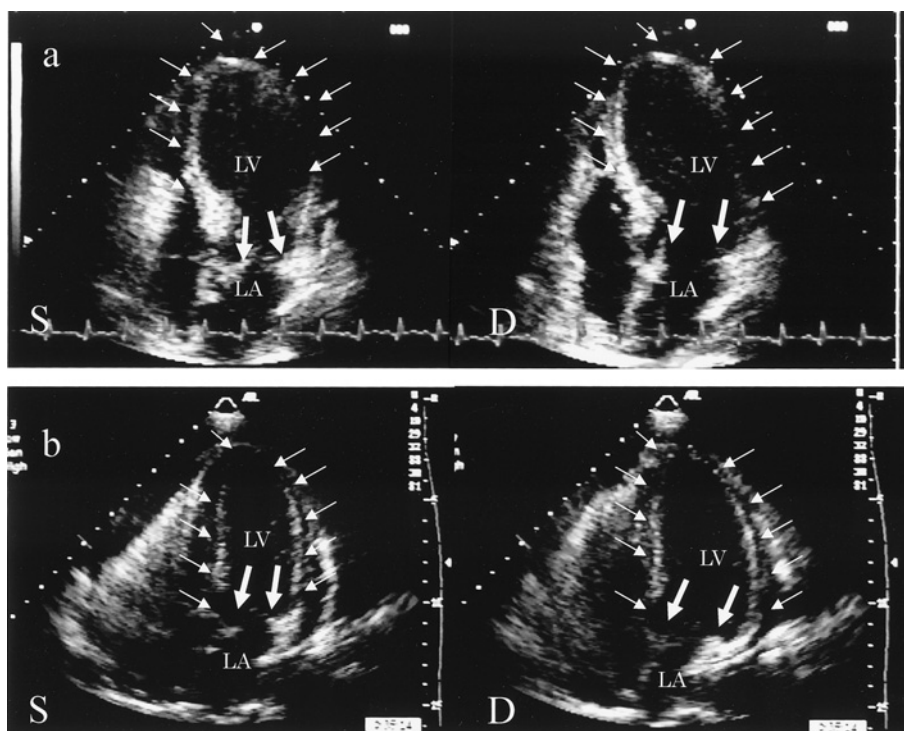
Echocardiography was performed at the onset of ampulla cardiomyopathy (a) and 2 weeks after the treatment (b).
